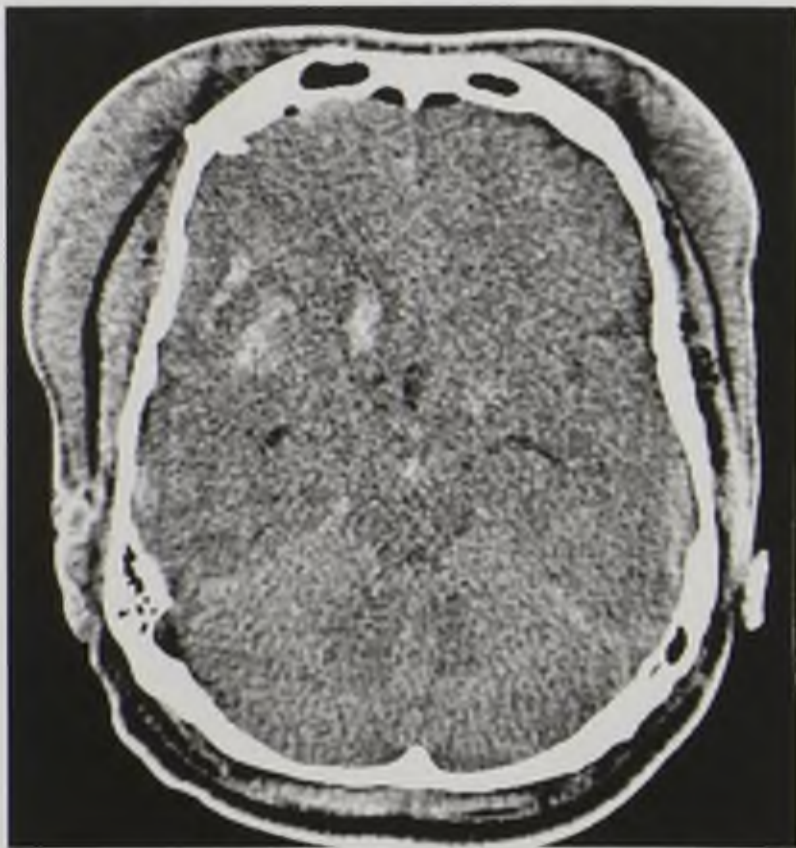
Компьютерная томограмма в аксиальной плоскости. Отек и набухание головного мозга со сдавлением желудочковой системы. Множественные мелкие контузионные очаги в правой лобной и височной долях
